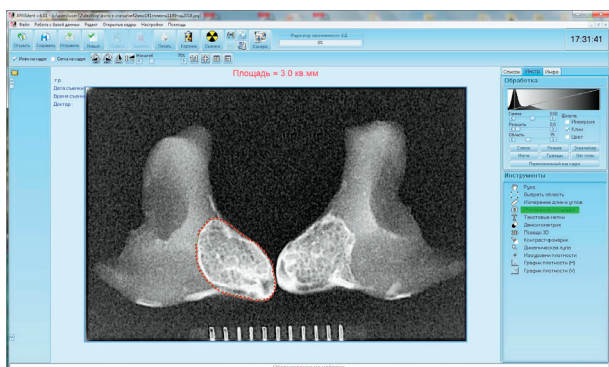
Интерфейс программного приложения «ANVIDENTv6.01». Рентгенограмма черпаловидных хрящей
